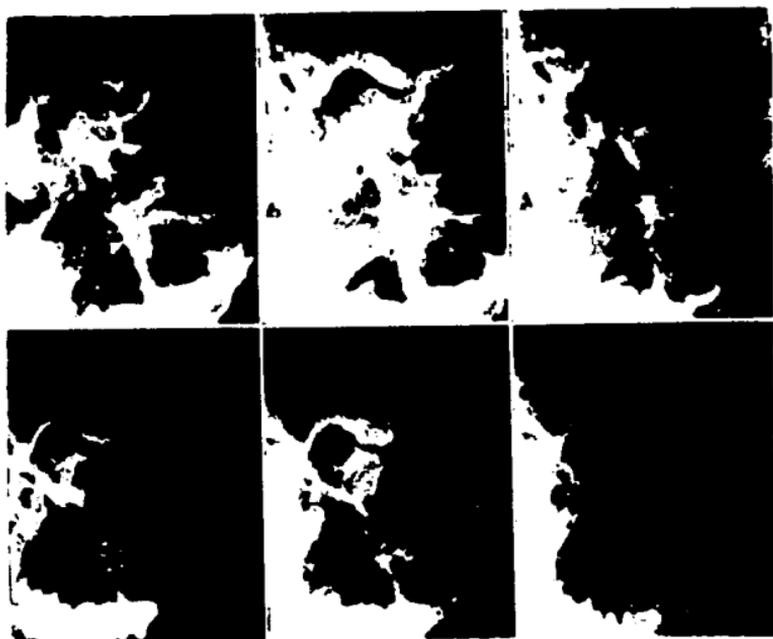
Radiografías de paciente con la boca abierta de 6 a 25 mm.
